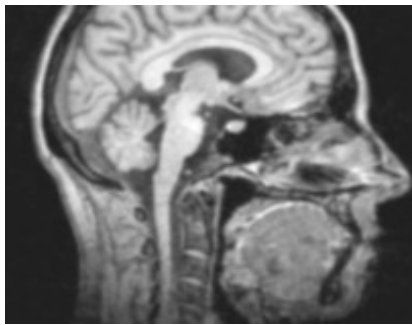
MRT Querschnitt eines Kopfes*
